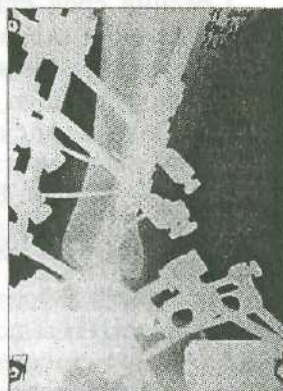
Рентгенограммы больного Ф., 39 л:
